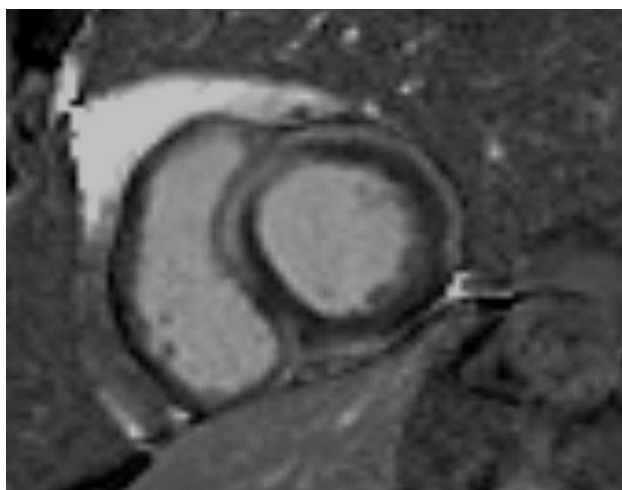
Кардио-МРТ пациента С., 60 лет, с диагнозом рестриктивная кардиомиопатия. Кардио-МРТ с поздним контрастным усилением демонстрирует диффузное субэндокардиальное отложение контрастного вещества (стрелка), охватывающее оба желудочка. Отмечается утолщение межпредсердной перегородки и ограничение диастолического наполнения. Подобный характер усиления типичен для инфильтративных
